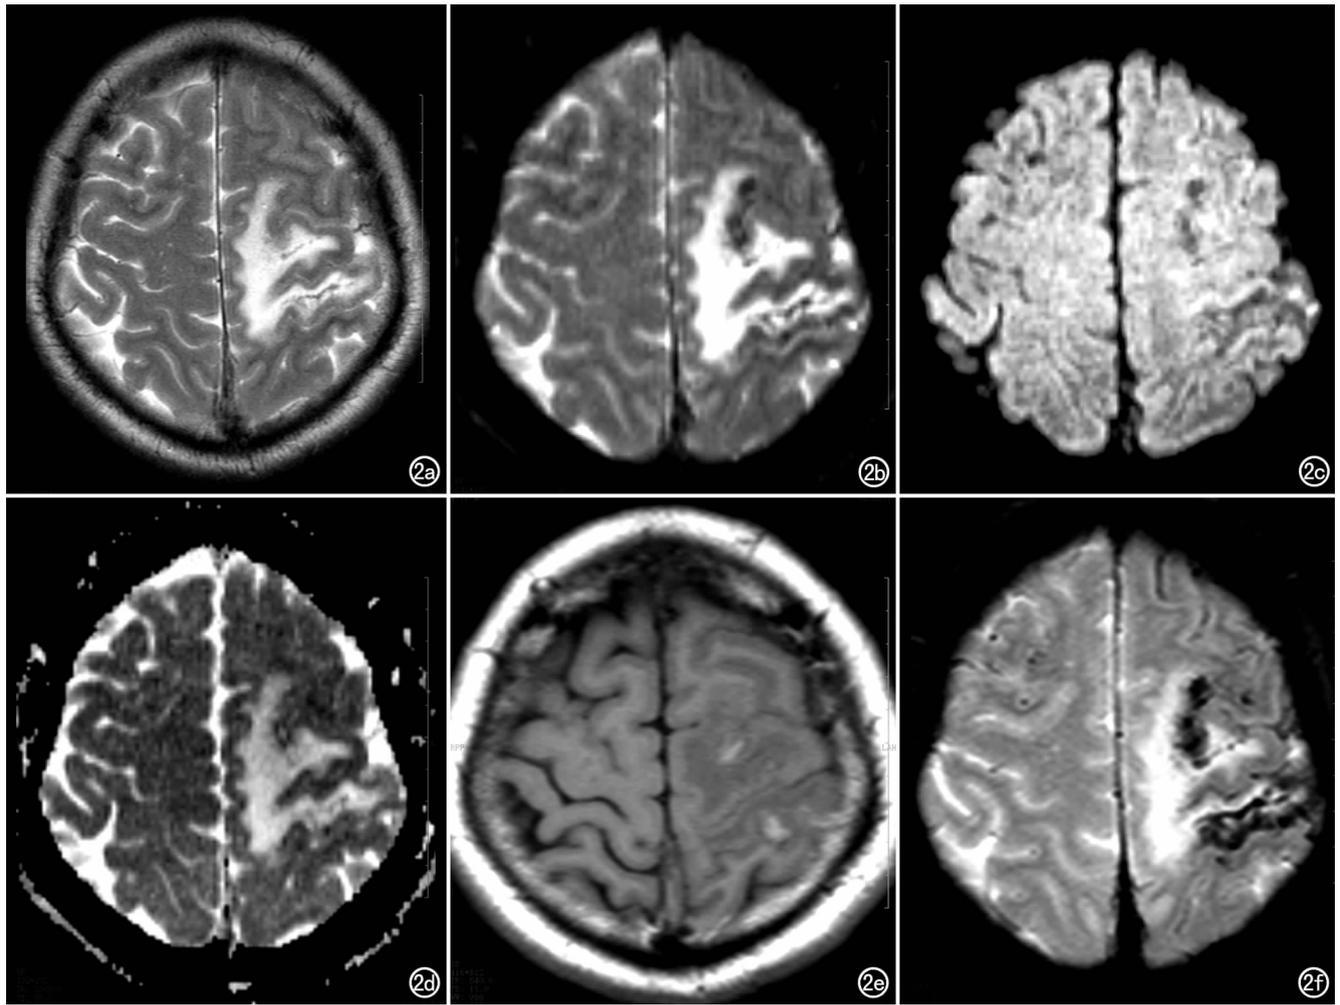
左侧额顶叶出血性脑梗死(发病后15天患者)。a) 横轴面  $T_2$  WI 示左侧额顶叶病灶呈混杂低信号,周围大片高信号水肿区; b) DWI( $b=0$ ) 示病灶信号特点与  $T_2$  WI 相似; c) DWI( $b=1000\text{s}/\text{mm}^2$ ) 示出血灶呈低信号,周围水肿显示不清; d) ADC 图示出血灶为不均匀混杂信号; e) 横轴面  $T_1$  WI 示出血灶呈小条形高信号; f)  $T_2^*$  WI 示出血灶呈低信号,显示最明显,范围最大。
